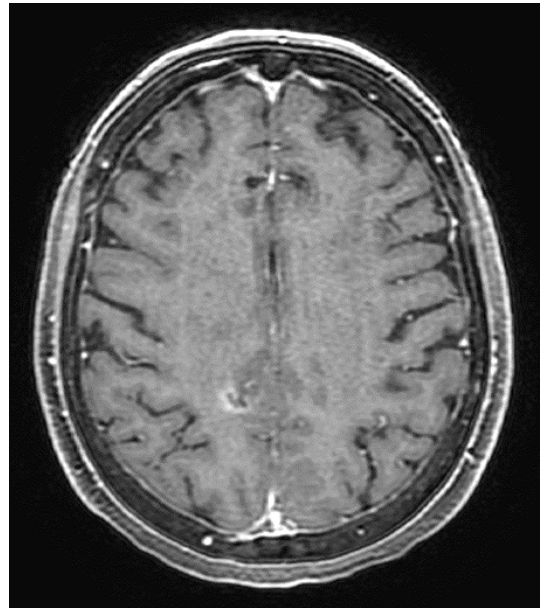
Axial brain MRI showed partial response after osimertinib rechallenge.
